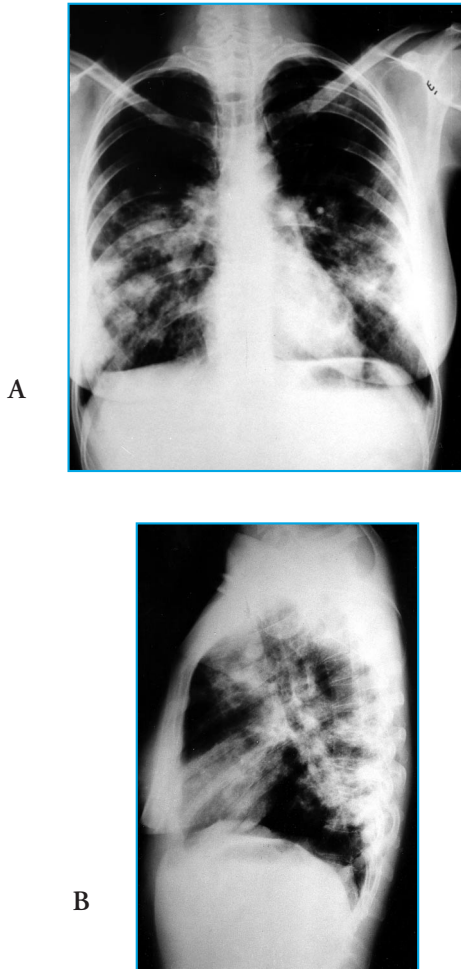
Radiografias de tórax em antero-posterior e perfil mostrando múltiplas opacidades heterogêneas, nodulares, confluentes, predominando em terço médio de ambos os pulmões
